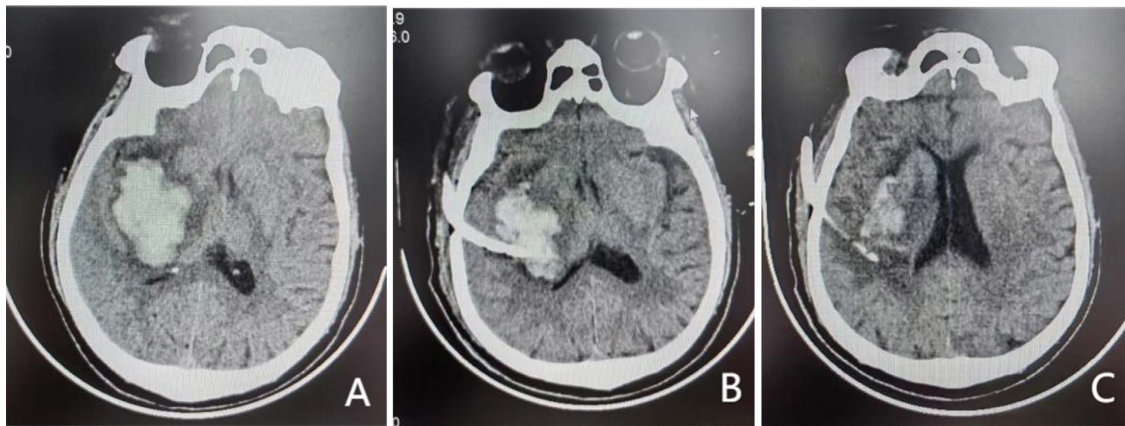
CT image changes of hematoma before and after operation. (A) preoperative CT images; (B) On the first day after operation, CT images showed that the drainage tube was in place; (C) CT images on the third day after operation
